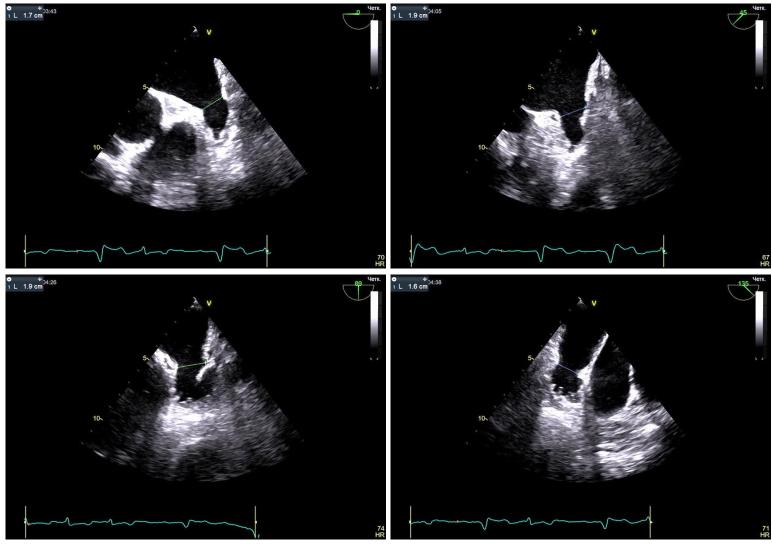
Измерение диаметра ушка левого предсердия для имплантации окклюдера методом 2D чреспищеводной эхокардиографии в проекции 0,45,90 и 135°
